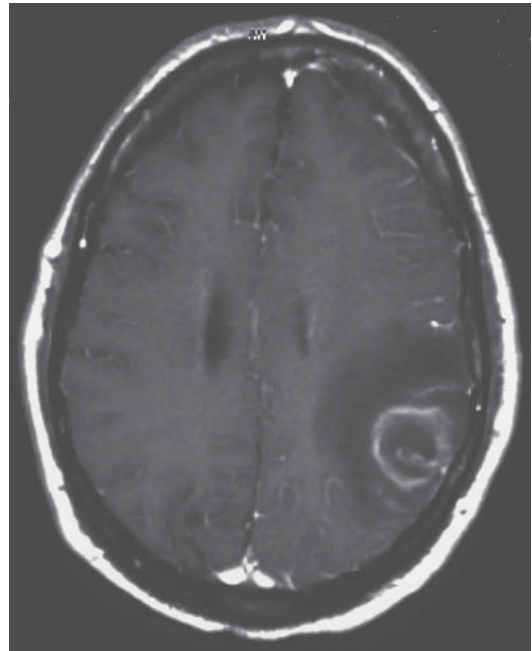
Resonancia magnética con técnica T1 y gadolinio en un paciente con toxoplasmosis cerebral. Obsérvese una masa con captación del medio paramagnético en forma anular en la unión cortico-subcortical del lóbulo parietal izquierdo asociada con edema.
